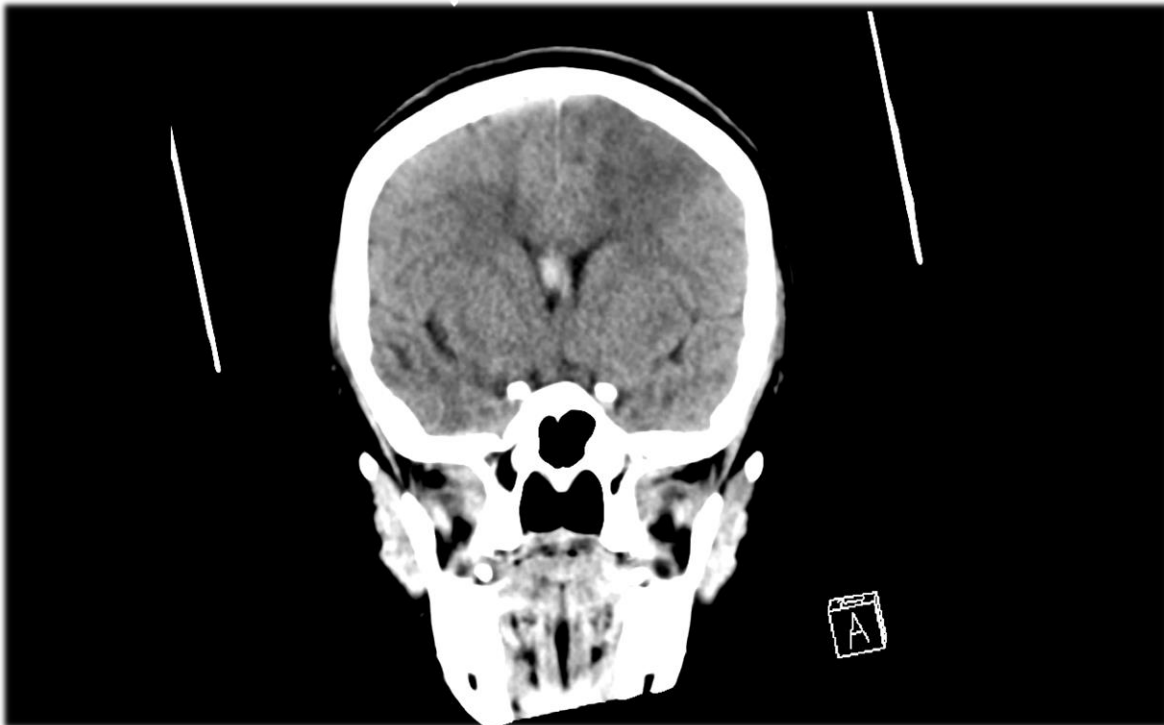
TAC simple. Corte coronal con hiperdensidad en cuerpo de cuerpo calloso e hipodensidad frontal izquierda.
